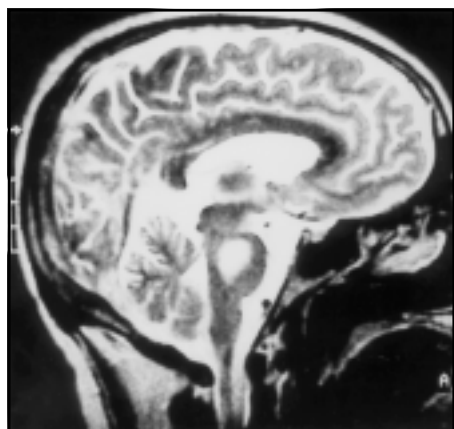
Ressonância magnética, ponderada em T2, no plano sagital, mostrando a presença de área de hiper-intensidade, de forma oval, na região pontina.
